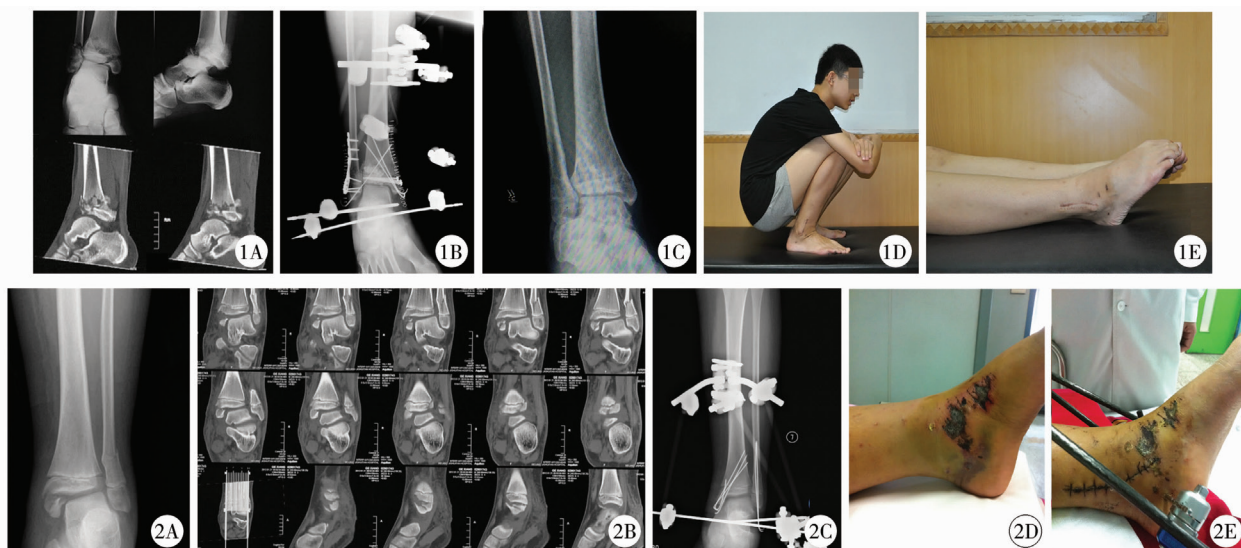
13岁男童,儿童 Pilon 骨折Ⅲ型,闭合骨折 注 A. 术前X线片见骨折累及胫骨远端关节面,踝关节前脱位;CT片可见关节面粉碎,累及骺板,胫骨远端前缘压缩明显,骨折移位超过5 mm; B. 术中X线片提示应用锁定钢板固定腓骨,恢复长度;胫骨远端使用空心钉及克氏针固定,恢复局部关节面完整性,人工骨植入填充骨缺损;跨踝关节外架固定维持整体力线及踝关节稳定性; C. 术后4年X线片见骨折愈合良好,关节面光滑平整; D和E. 末次随访时踝关节背伸及屈曲活动度良好。 图2 男,10岁,车祸伤;儿童 Pilon 骨折Ⅱ型 注 A. 术前X线片可见胫骨远端内侧骺板损伤,腓骨干骺端骨折; B. 术前CT片提示内踝骨折粉碎,距骨向外侧移位,踝关节不稳定; C. 术后1周X线片可见骨折复位,交叉克氏针固定内踝及腓骨骨折,跨关节外固定架恢复力线及踝关节稳定性; D. 术前可见内踝皮肤坏死,坏死边缘发红,有继发感染风险; E. 应用外固定架固定术后1周,肿胀迅速消退,皮肤坏死变浅,红肿消退,无感染
